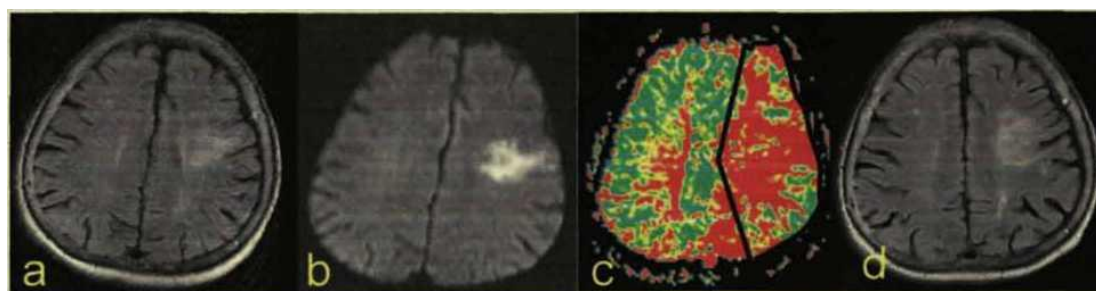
а - первое Т2df исследование; б- первое ДВ-МРТ исследование; с - МТТ карта при первом ПВ-МРТ (клиновидная форма зоны гипоперфузии); d - последнее Т2df.
